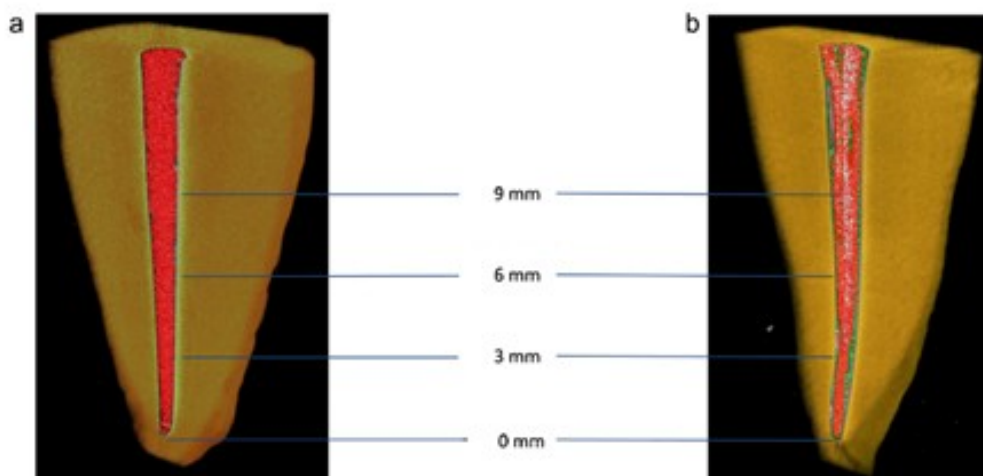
Interpretação colorida de tomografias típicas da técnica de cone único (a) e da técnica de condensação lateral (b) (Adaptado de Moizadeh et al., 2015)
